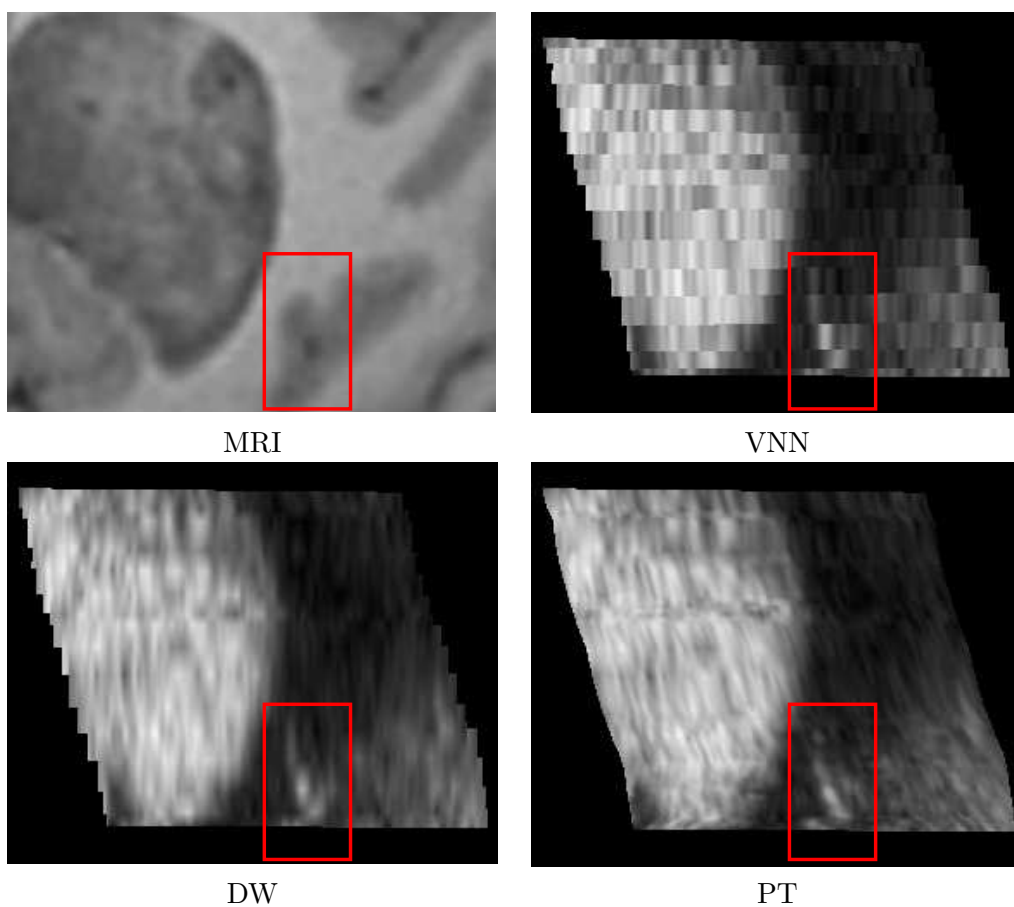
Results for US-sequence2 of brain. Top : the preoperative MRI and the US reconstruction obtained with the VNN method. On the bottom : the reconstruction obtained with DW and PT approaches. The low-grade glioma appears in gray in MR image and in white in US images. Visually, the PT method preserves more the edges continuity especially on sulci edges (see at the center bottom of images).
